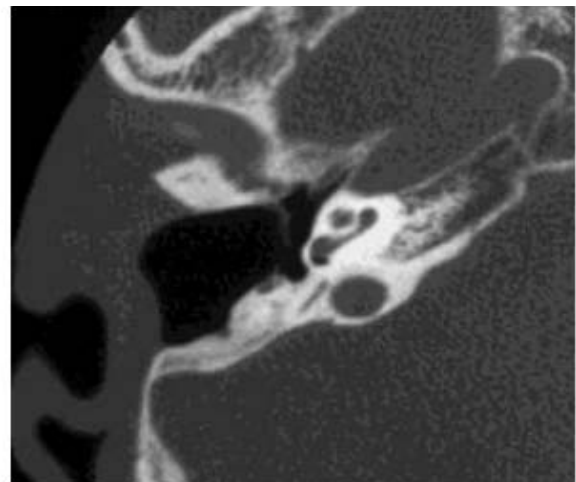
Coupe TDM, axiale d'une technique ouverte(67)
